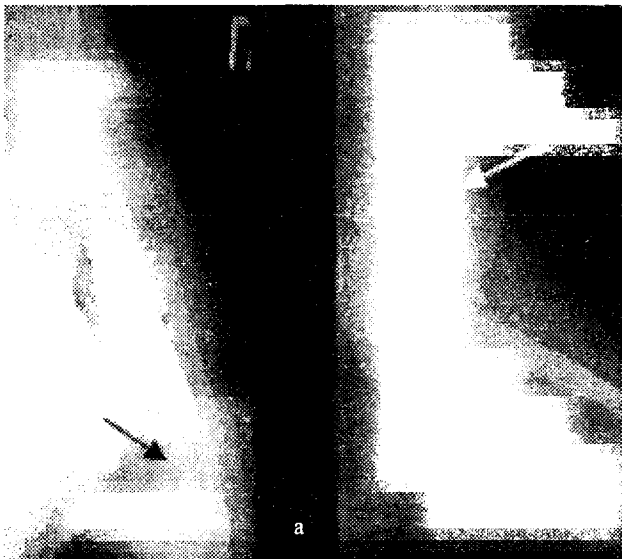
Рентгенограммы больной Т., 50 лет.
